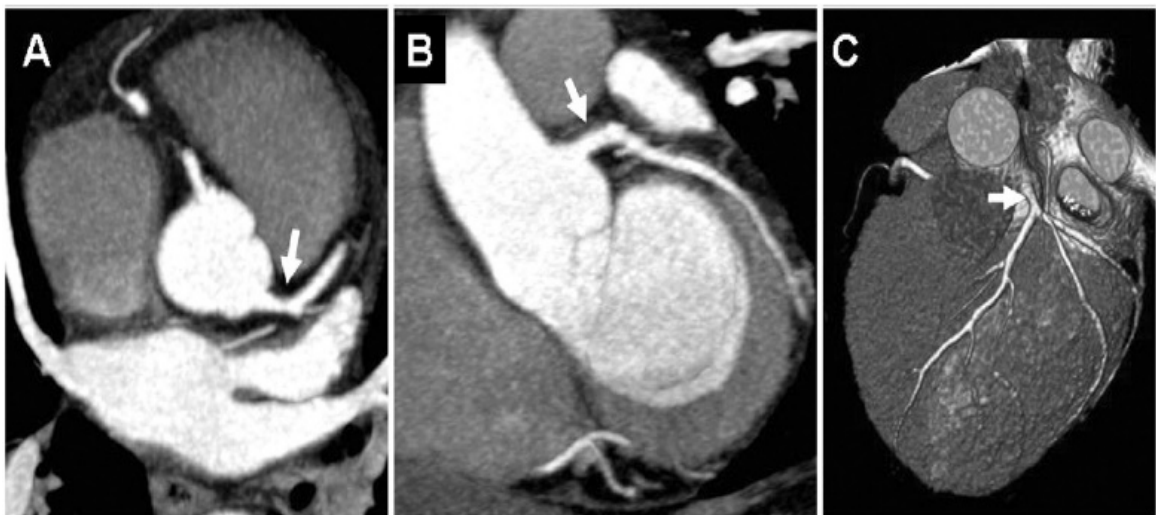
Tronco principal izquierdo. (A) Proyección de máxima intensidad (MIP) axial. (B) MIP coronal. (C) Volumerendering. Tronco principal izquierdo (flecha). Tomado de: Bastarrika Aleman G et al. "Anatomía normal, variantes anatómicas y anomalías del origen y trayecto de las arterias coronarias por tomografía computarizada multicorte". Radiología. 2008;50:197-206
